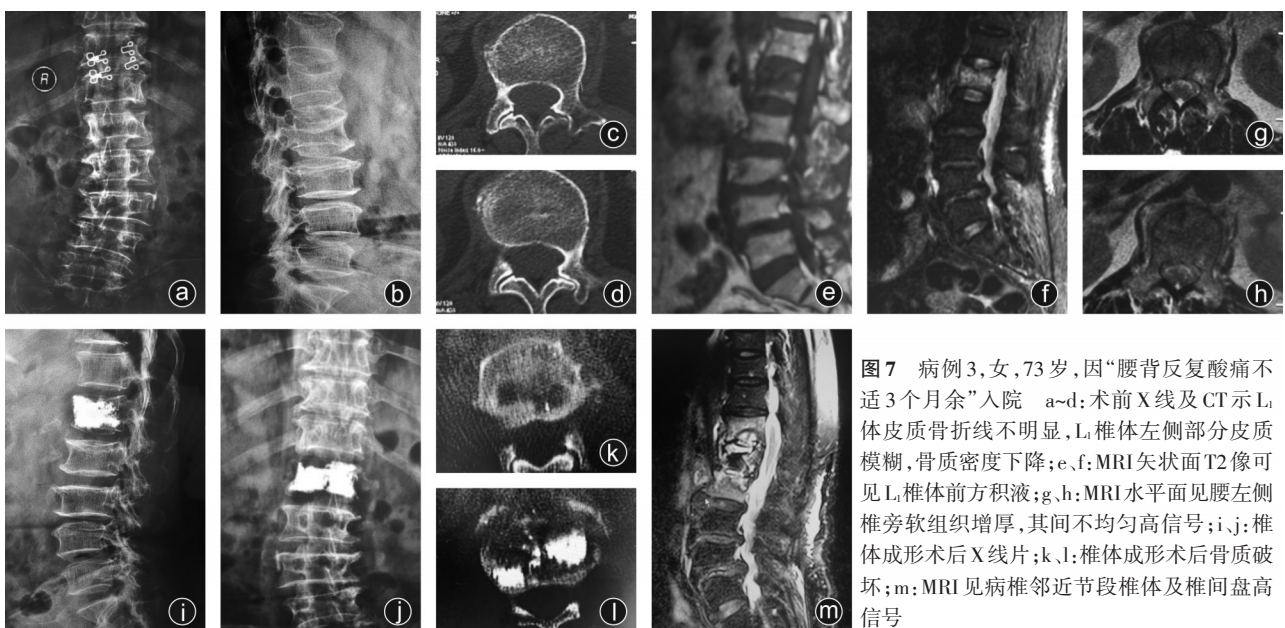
病例3,女,73岁,因“腰背反复酸痛不适3个月余”入院 a~d:术前X线及CT示L₁体皮质骨折线不明显,L₁椎体左侧部分皮质模糊,骨质密度下降;e、f: MRI矢状面T2像可见L₁椎体前方积液;g、h: MRI水平面见腰左侧椎旁软组织增厚,其间不均匀高信号;i、j:椎体成形术后X线片;k、l:椎体成形术后骨质破坏;m: MRI见病椎邻近节段椎体及椎间盘高信号
